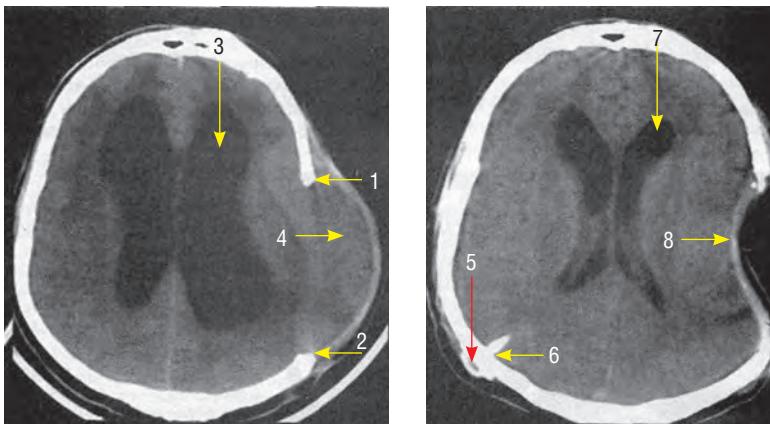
Компьютерная томограмма головного мозга. Результаты вентрикулоперитонеального шунтирования при посттравматической окклюзионной гидроцефалии: 1, 2 — края трепанационного дефекта; 3 — расширенная желудочковая система; 4 — пролабирование (выбухание) мозга в трепанационный дефект; 5 — помпа шунта, расположенная подкожно; 6 — дистальный фрагмент вентрикулярного катетера; 7 — уменьшение желудочковой системы; 8 — западение мозга в трепанационном дефекте
